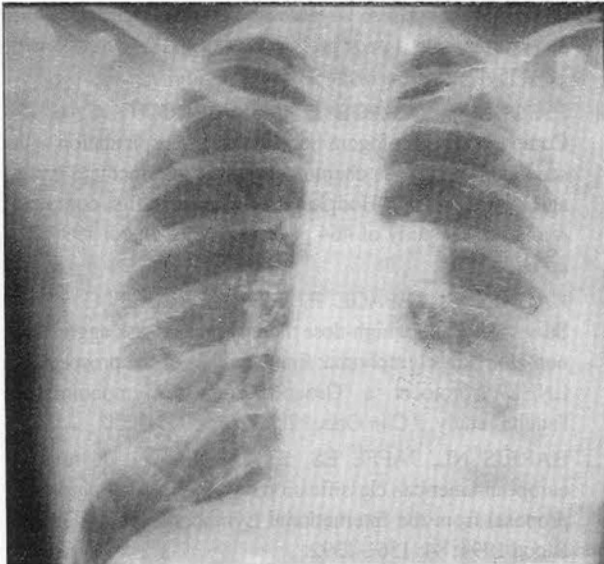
Radiografia de tórax PA: recidiva de tumor do mediastino anterior (LDGC esclerosante do mediastino), com invasão pulmonar, à esquerda.
